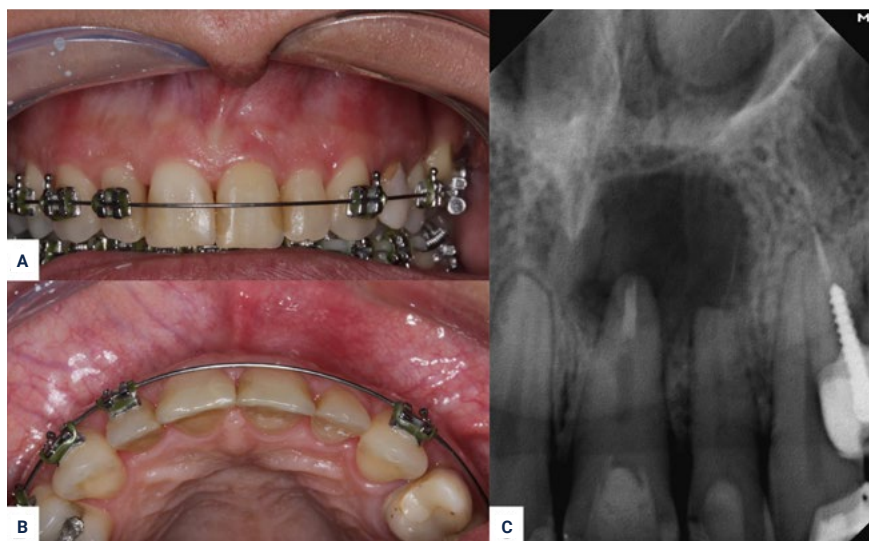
Aspectos clínico e radiográfico iniciais. (A) Vista frontal; (B) Vista oclusal; e (C) Radiografia periapical.
